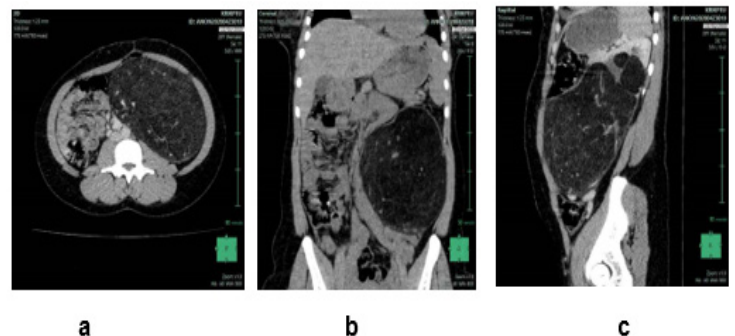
Angiomyolipome rénal unilatéral, coupe TDM sans injection axiale (a), coronale (b), sagittale(c). Volumineuse masse de densité grasseuse hétérogène à contours réguliers encapsulée mesurant 176x119x169 mm développé au dépend du rein gauche.
